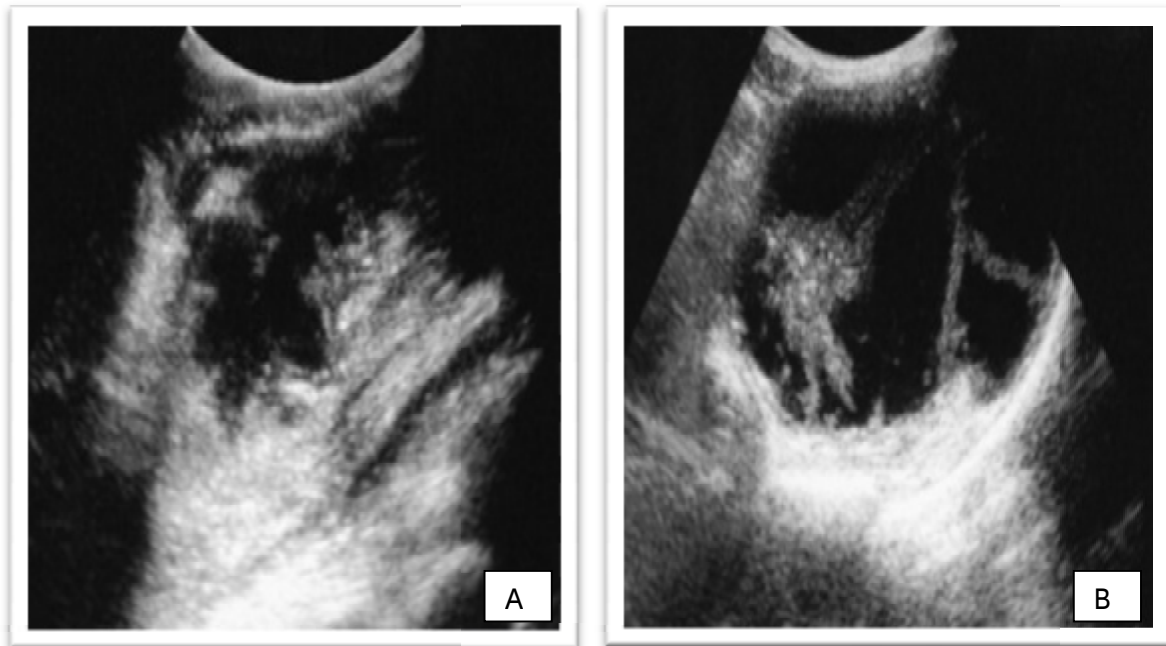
Abscès du psoas à l'échographie (A : image hypo échogène ; B : aspect multi cloisonné)
